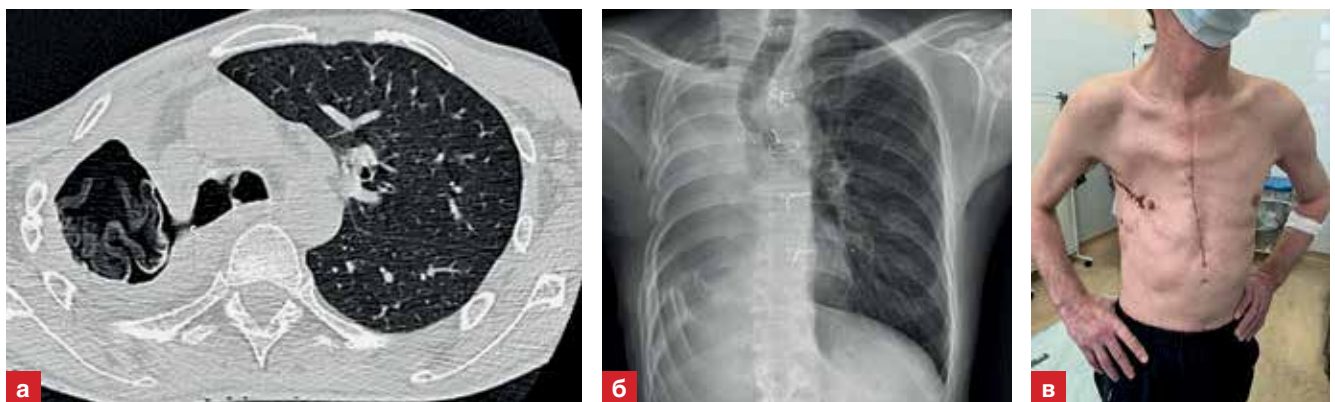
Пациент Д. а) КТ ОГК. Тотальная эмпиема правой плевральной полости, свищ культи правого главного бронха. Торакастома
